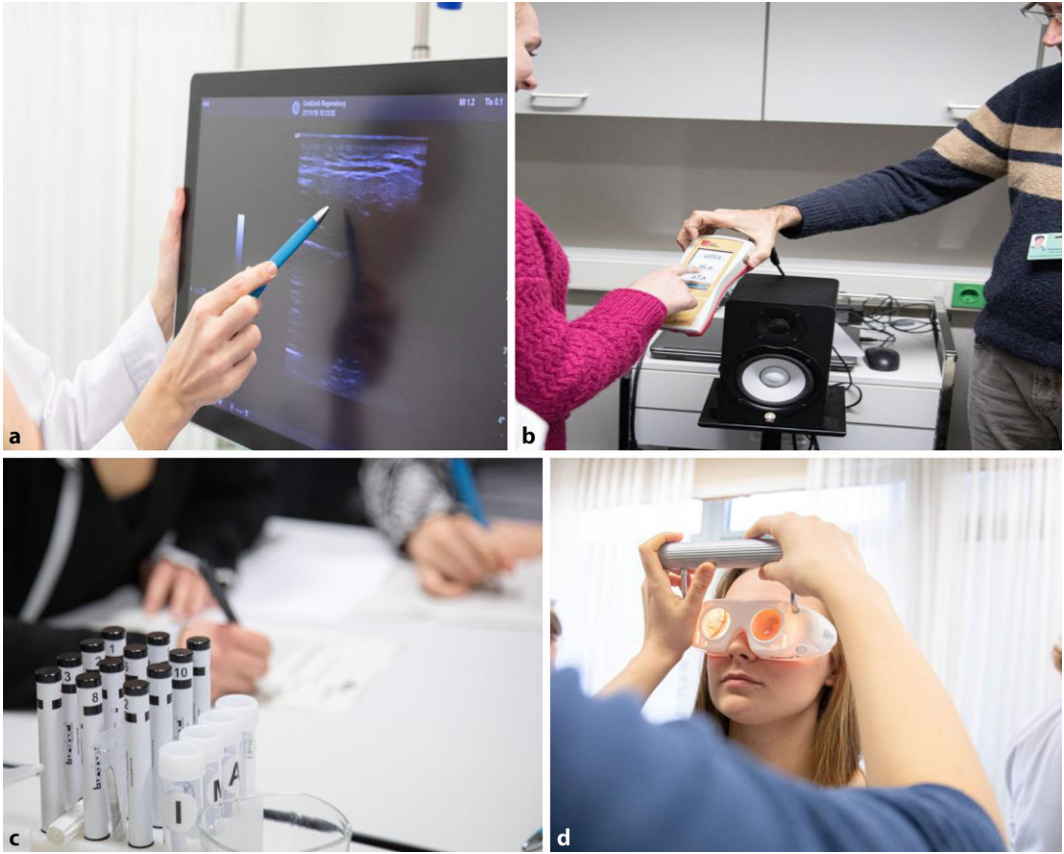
◀ Stationen des Diagnostik-Parcours. a Halssonographie; b Audiologie; c Riech- und Schmeckuntersuchung; d Vestibularisdiagnostik
